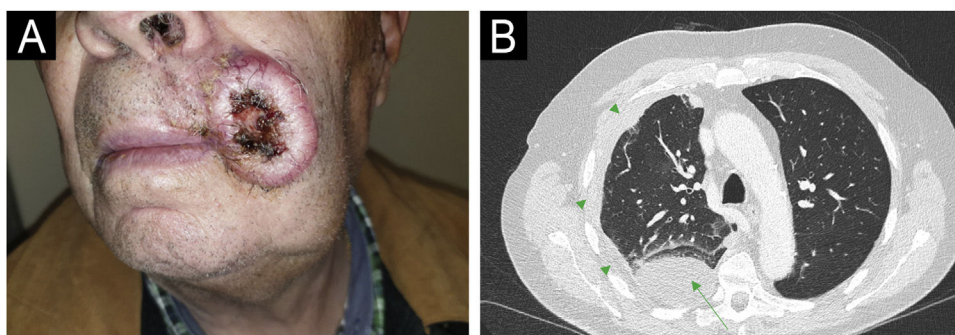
Paciente Número 2. (A) Observa-se carcinoma espinocelular cutâneo medindo $4,2 \times 3,5$ cm na comissura labial esquerda. (B) A tomografia computadorizada axial mostra massa consistente com metástase pulmonar no segmento posterior do lobo inferior direito (*seta verde*), acompanhada de derrame pleural (*pontas de seta verdes*) e atelectasia laminar associada.
